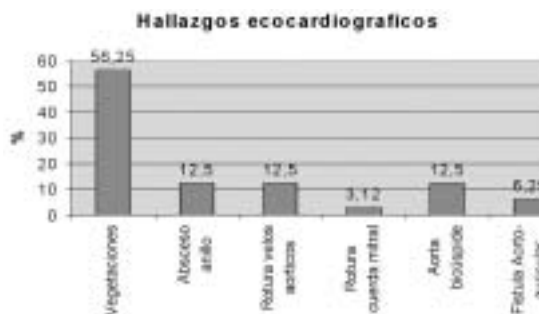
Hallazgos en ecocardiograma de pacientes intervenidos por endocarditis infecciosa.
